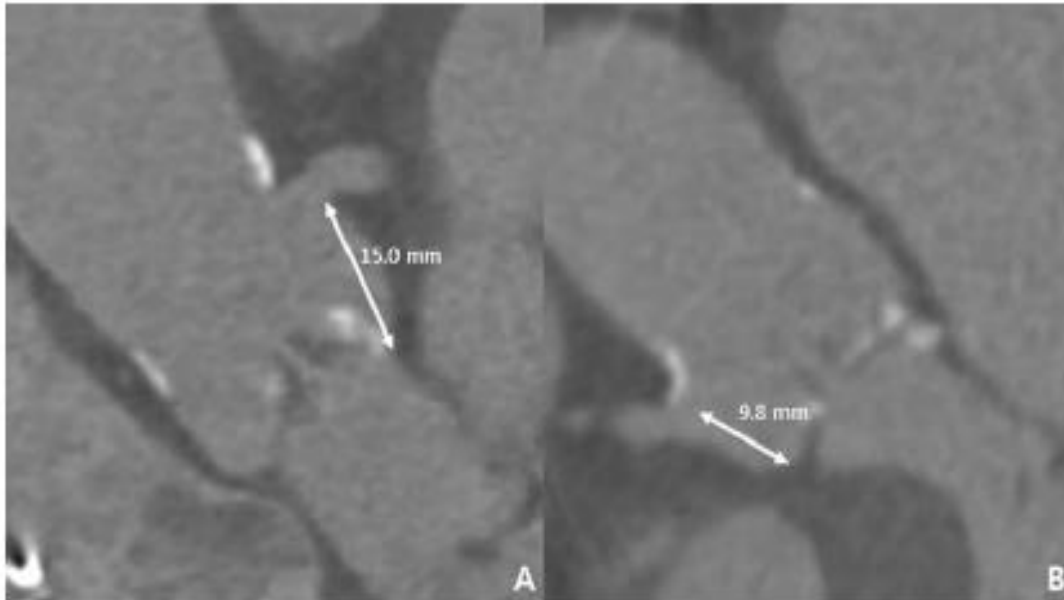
Coronal oblique multidetector computed tomography reconstructions from an 82-year-old male patient being evaluated for transcatheter aortic valve replacement (TAVR). The left main height is well within acceptable range at 15 mm, however, the right coronary artery ostial height is borderline at 9.8 mm. The patient underwent TAVR in this case without incident coronary complication with the upper portion of the transcatheter heart valve situated below the lower margin of the coronary ostium (C).
